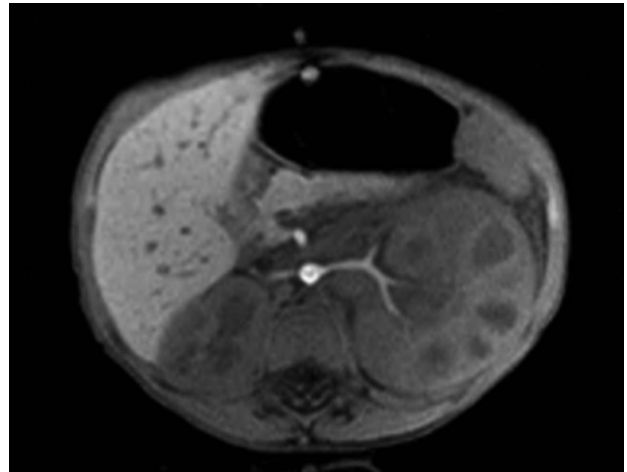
Angioresonancia renal. Corte axial. Nefromegalia izquierda, dilatación de los cálices renales, vasos renales normales
